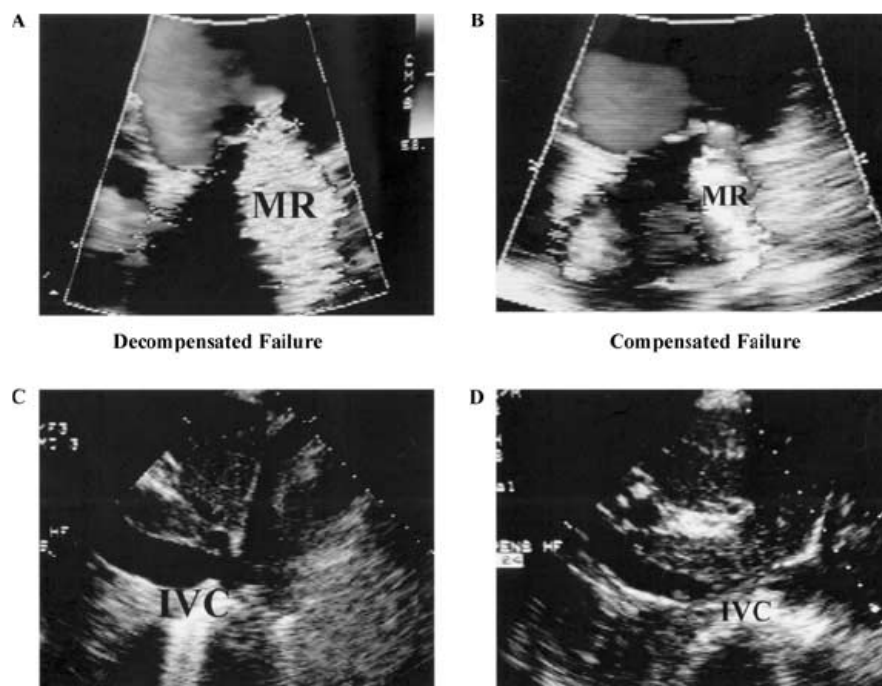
Echocardiographic assessment. A. 3 + MR in decompensated heart failure. B. 2 + MR in compensated heart failure. C. Plethoric and dilated IVC in decompensated heart failure. D. IVC in compensated heart failure shows decrease in caliber.
